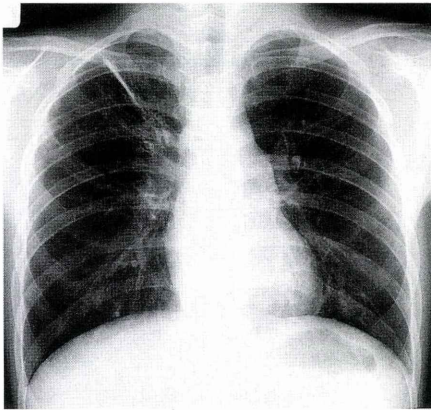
退院時の胸部X線写真では右上葉の無気肺は消失し、換気は良好だった
